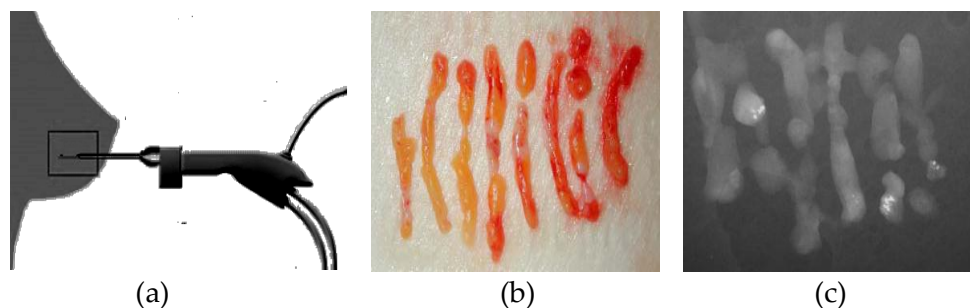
La macrobiopsie par Mammotome : a) La Mammotome b) Les pièces prélevées c) L'image radiographique
